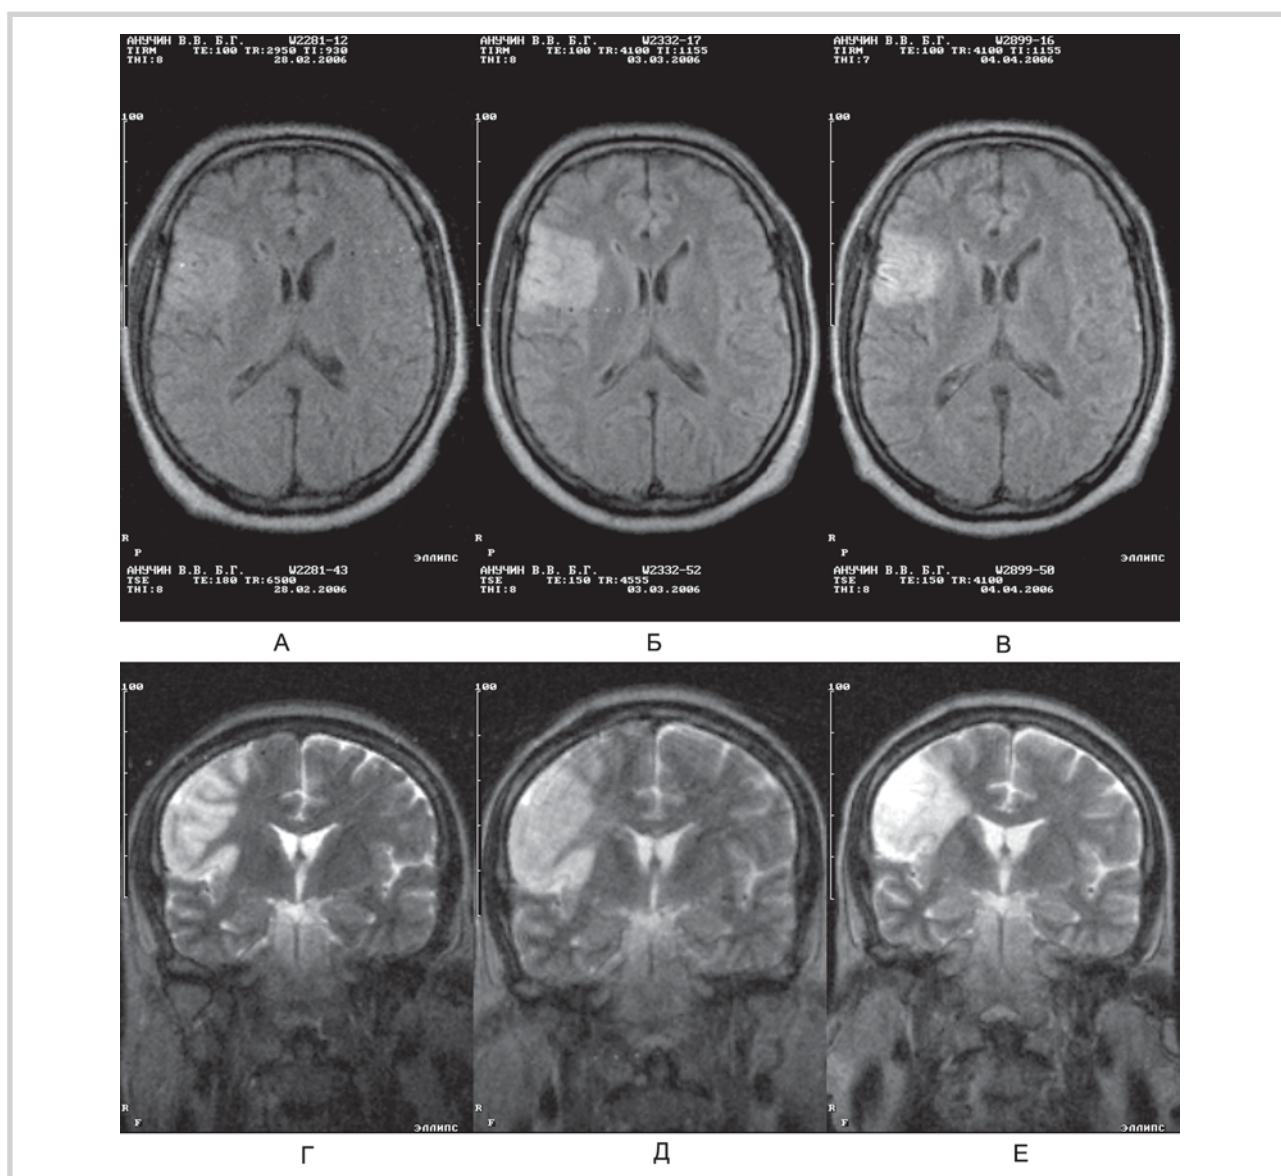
Динамика изменения МРТ (T2-взвешенные изображения) пациента из группы кортексина.
